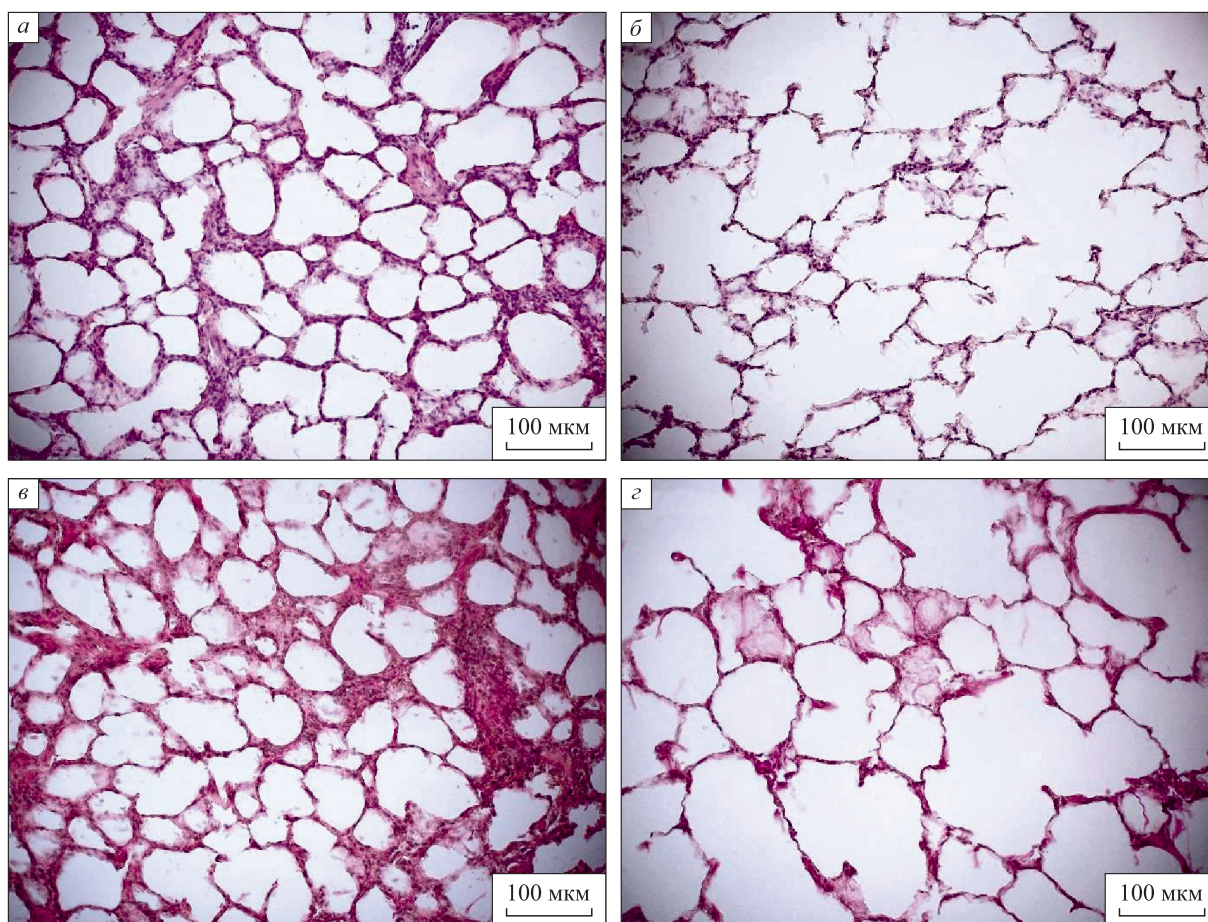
Состояние респираторного отдела легких овец после 1,5-часовой процедуры ИК и последующей 60-минутной реперфузии. Увеличение $\times 200$. Окрашивание гематоксилином и эозином (а, б), по ван Гизону (в, з). Нормальная толщина межальвеолярных перегородок (а); эмфизематозное расширение ацинусов (б); удовлетворительное качество коллагеновых волокон в межальвеолярных перегородках (в); истончение и разрывы коллагеновых волокон межальвеолярных перегородок (з)
